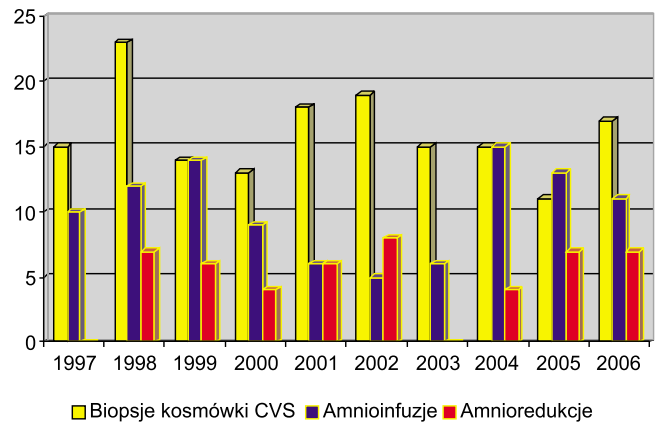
Ilość badań ultrasonograficznych wykonanych w poszczególnych latach w pracowni ultrasonograficznej Kliniki Położnictwa i Ginekologii CMKP w szpitalu im. Prof. W. Orłowskiego.
